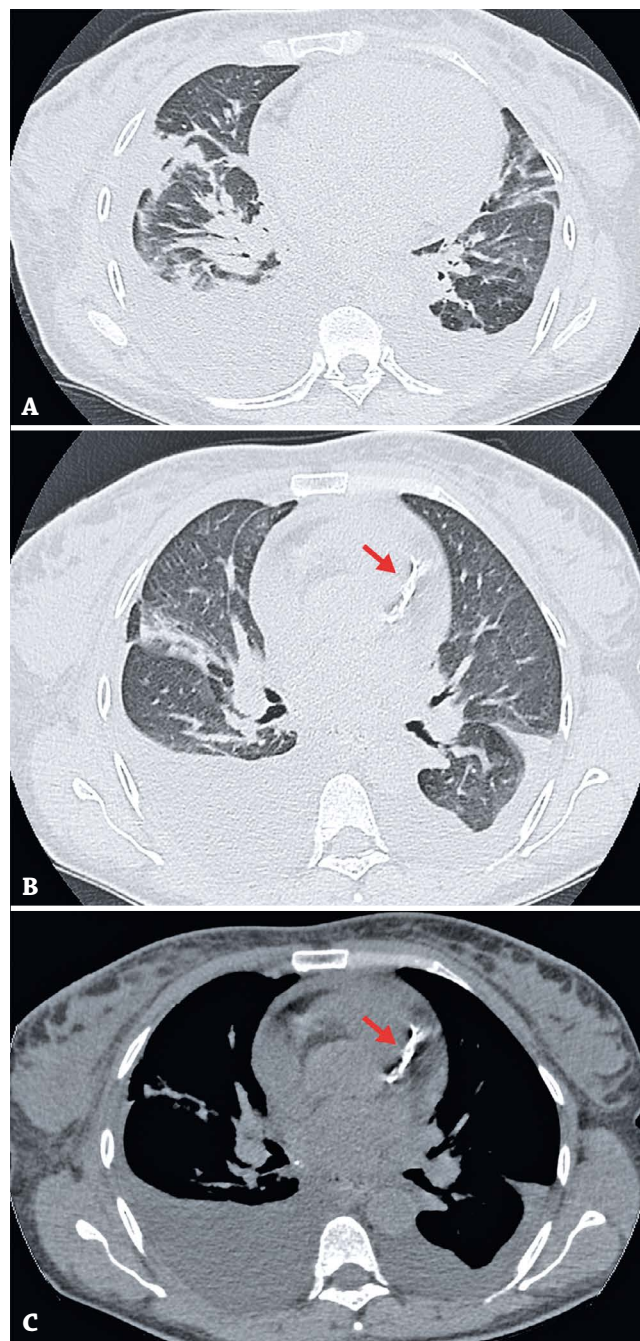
Tomografia computadorizada de tórax. Painéis A e B mostram infiltrados pulmonares com consolidação e opacificação em vidro fosco bilateral. Derrame pleural bilateral, predominantemente à direita. As setas vermelhas nos painéis B e C mostram artéria descendente anterior esquerda com calcificações graves.
